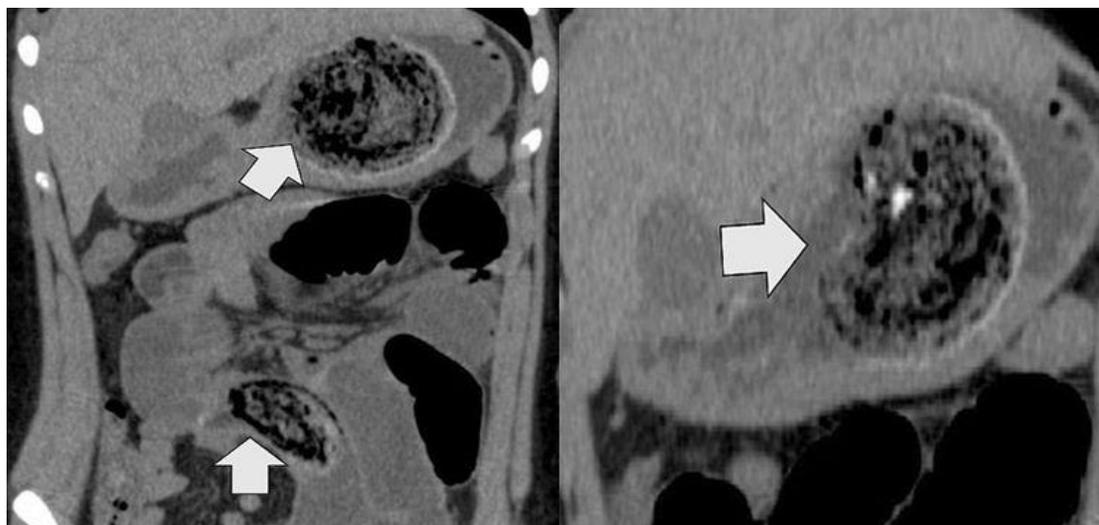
Imágenes de tomografía computada del síndrome de Rapunzel. Las flechas señalan masa intragástrica ovoide, bien definida, heterogénea, con retención del contenido gástrico y extensión hacia el duodeno.
